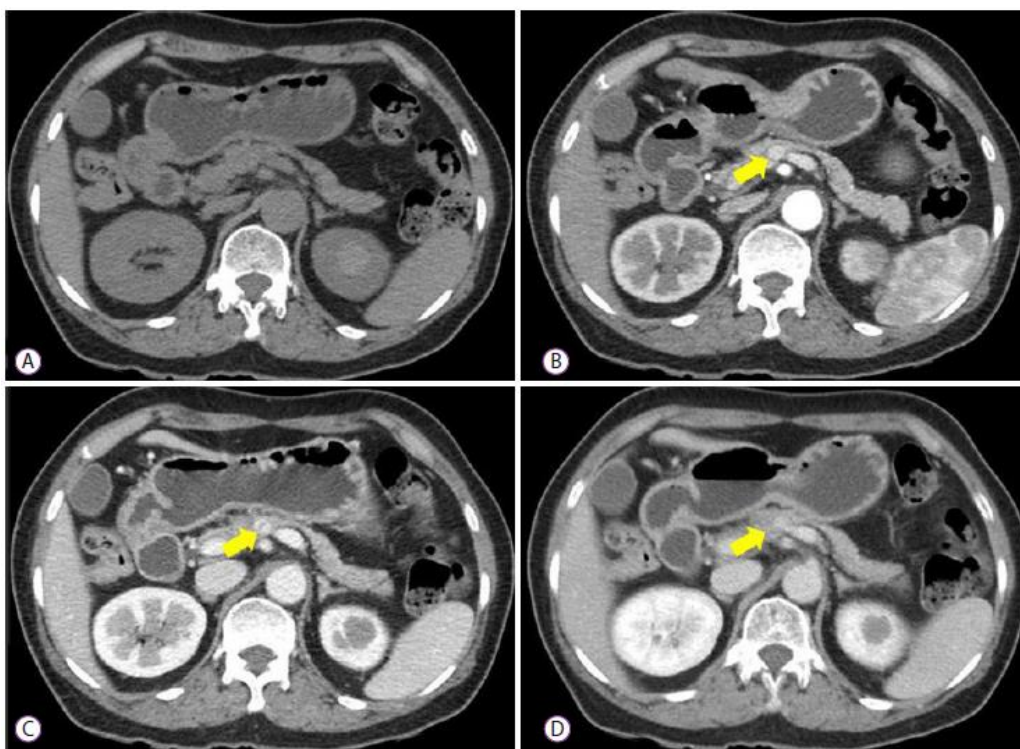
TNEp em doente de 69 anos. Massa redonda, bem definida, com 1 cm, localizada no corpo do pâncreas (seta amarela), não observada na TAC sem contraste (A), mas com hiper-realce na fase arterial (B) e washout do contraste na fase arterial tardia (C) e na fase portal (D). (Adaptado de (15))
